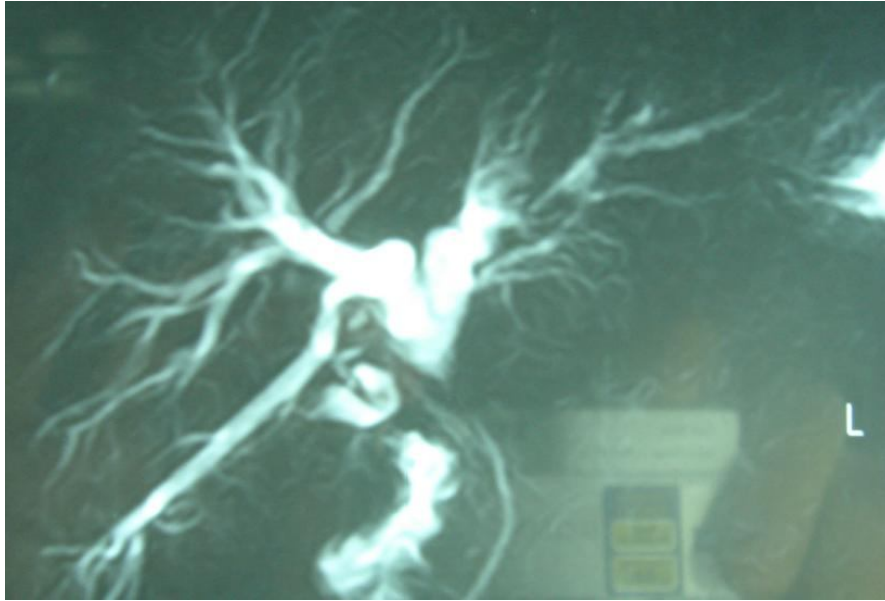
(cholangio IRM) : sténose biliaire complète préservant le toit de la convergence : Bismuth II
